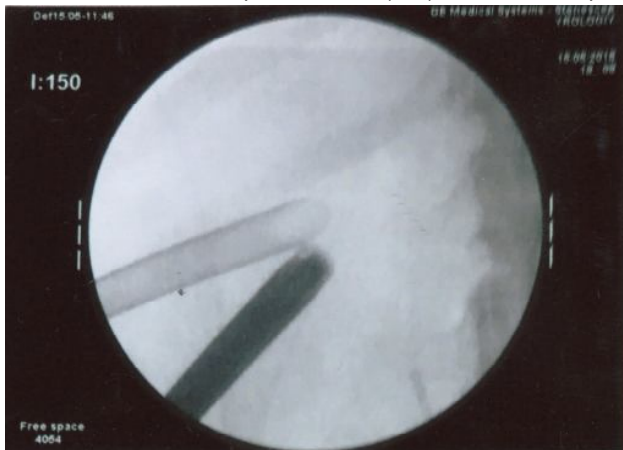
Рентгенконтроль після операції - усі конкременти видалені.
